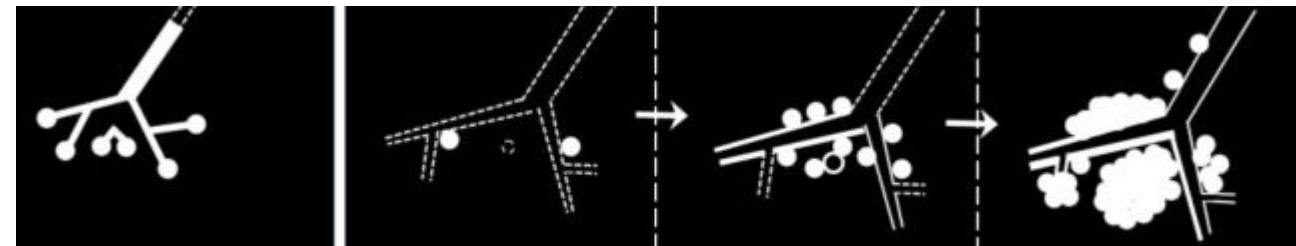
Patrones de micronódulos en TC en tuberculosis pulmonar activa (centrilobulillares, en árbol en brote y conglomerados). Adaptado de Zeng et al., 2021.
